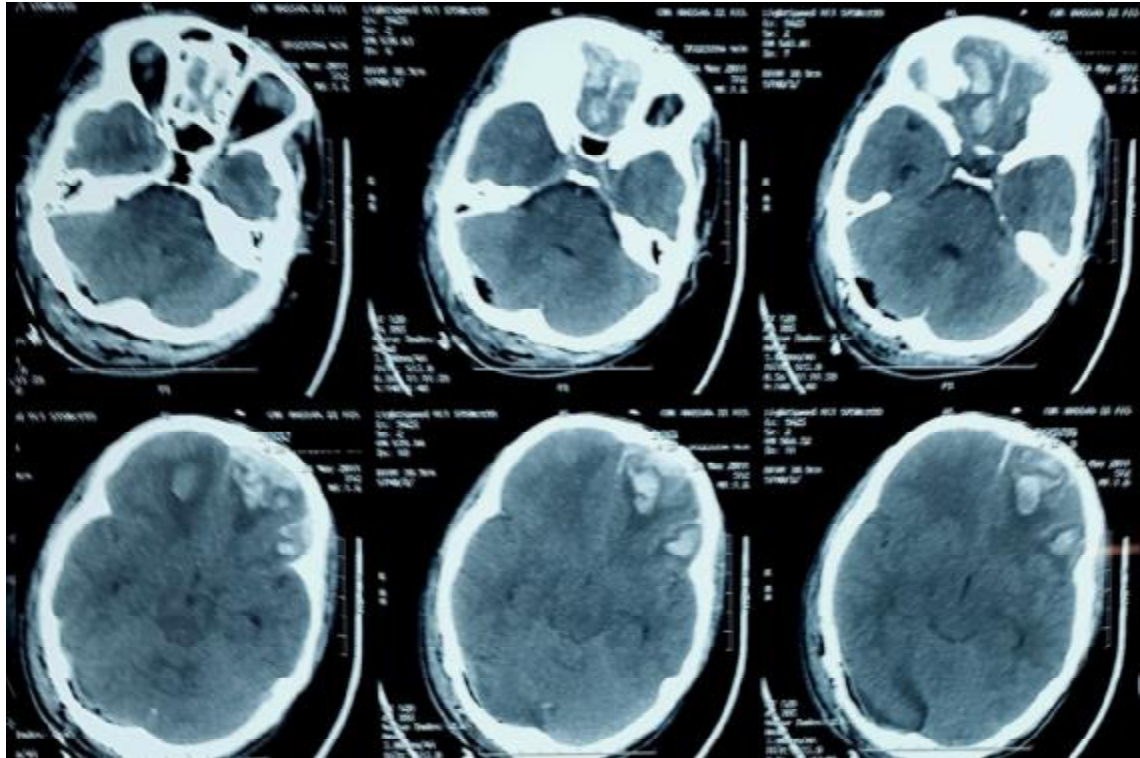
TDM cérébrale de contrôle du patient de la figure 20, faite en coupes axiales, fenêtres parenchymateuses, montrant l'évacuation complète de l'HED droit sus et sous tentoriel avec persistance des contusions cérébrales bi-frontales.
